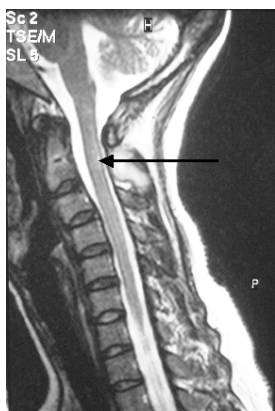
MRI finding: Case 6. Female, 32 y.o.
